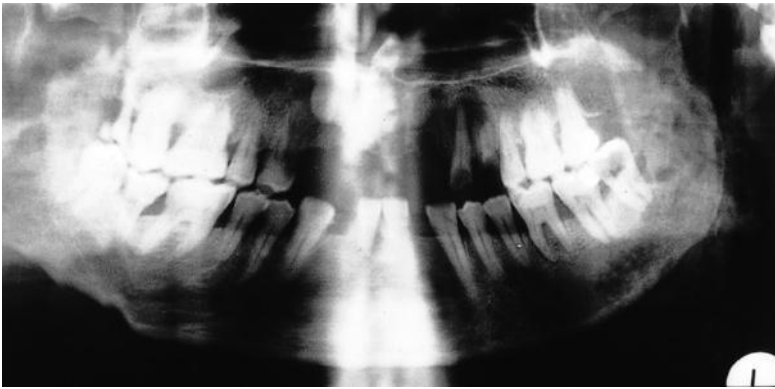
Das Orthopantomogramm zeigt eine akute eitrige, von Zahn 38 ausgehende und mit einem perimandibulären Abszess verbundene Knochenentzündung des linken Kieferwinkels und des aufsteigenden Unterkieferastes. Mottenfraßähnliche Resorptionszonen mit nur geringen Zeichen des Knochenanbaus.
